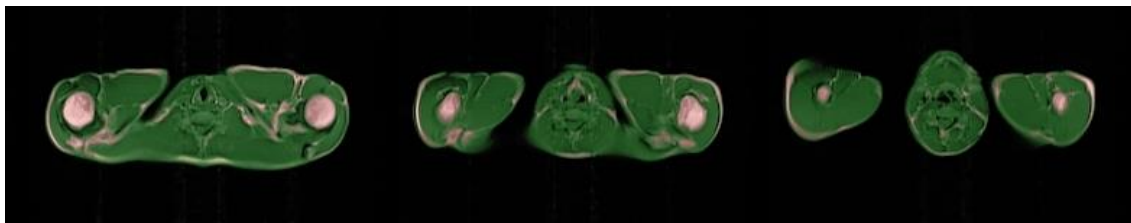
Hals- und Kopfgewebe im Bereich der oberen Extremität Auf Grund der Positionierung der Studienteilnehmer im MR-Tomographen, kommen Hals- und Kopfgewebe zwischen den oberen Extremitäten zu liegen und würden damit bei der automatischen Auswertung diesen Gewebsvolumina zugerechnet werden.
